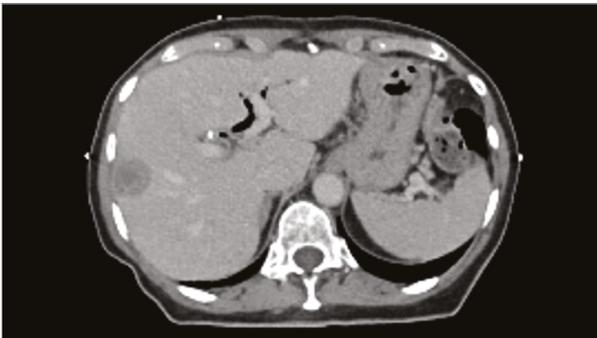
Image TDM 3D, post-injection, en phase veineuse tardive.
